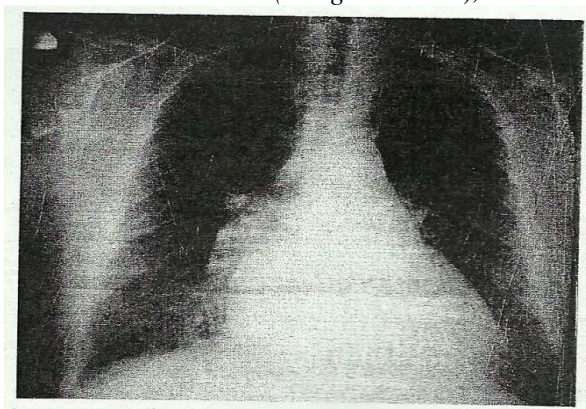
Radiografie cord-pulmon la prezentare: Stază venoasă bilateral, accentuarea interstițiului pulmonar bilateral, fibroză pulmonară.
